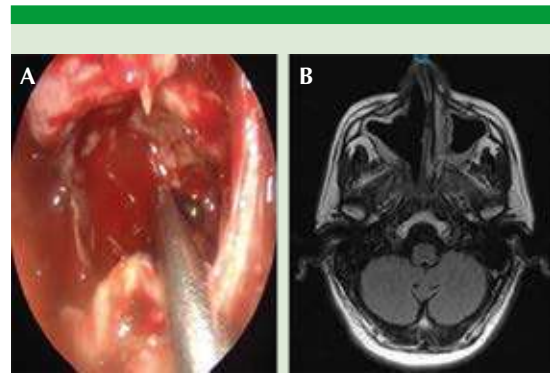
A. Resección total de la lesión y comunicación de la cavidad maxilar hacia la fosa nasal. B. Resonancia magnética en el posquirúrgico tardío, sin recidiva.
